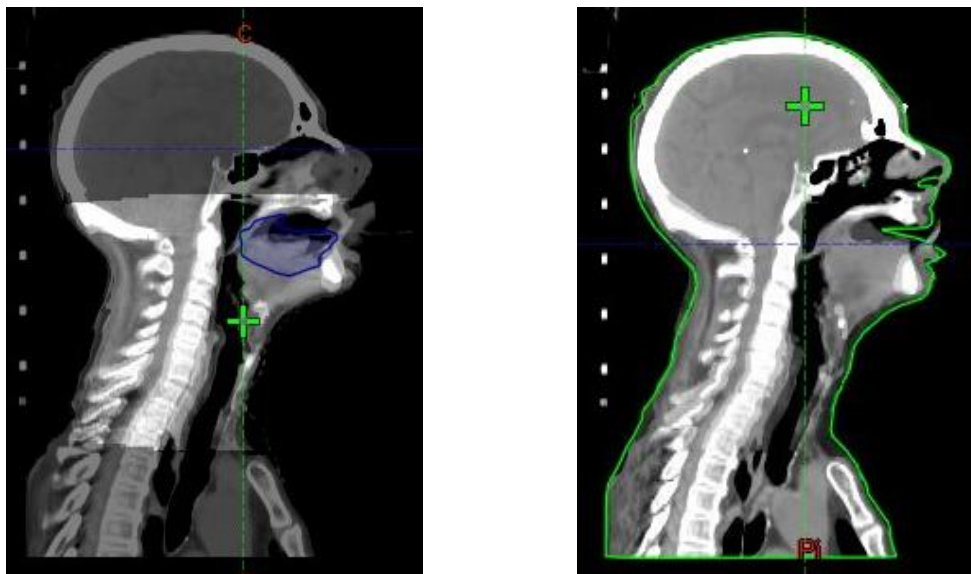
Fusión entre el DIR y la iCBCT (izquierda) y fisión entre el DIR y el CT de replanificación (derecha).
